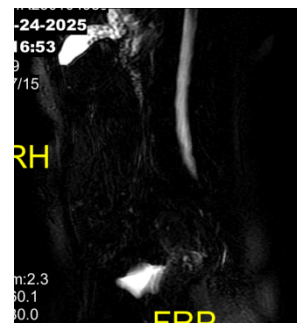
Citra MRI Irisan Coronal
